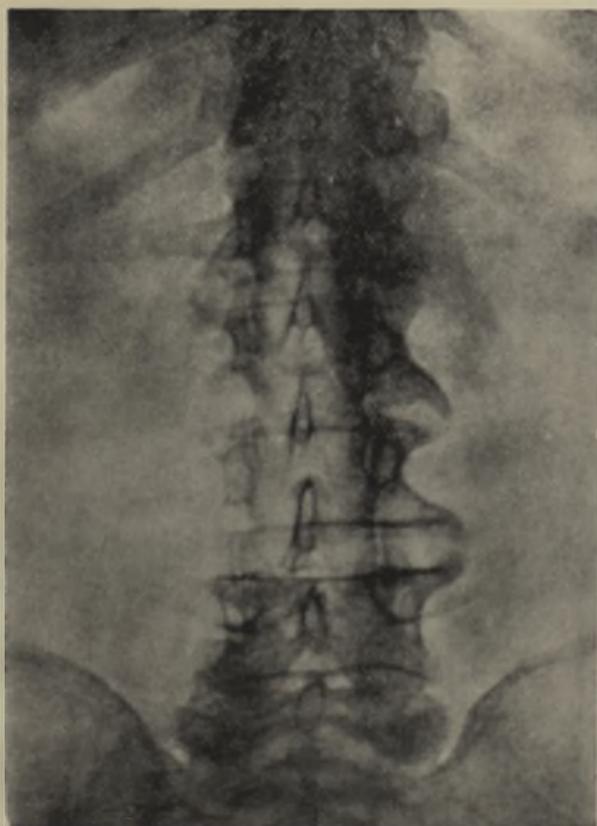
Expressiva radiografia de uma Espondilose Deformante lombar, sendo notáveis as pontes e «bicos de papagaio», e as vértebras em «diábolos» em um homem de 60 anos.
